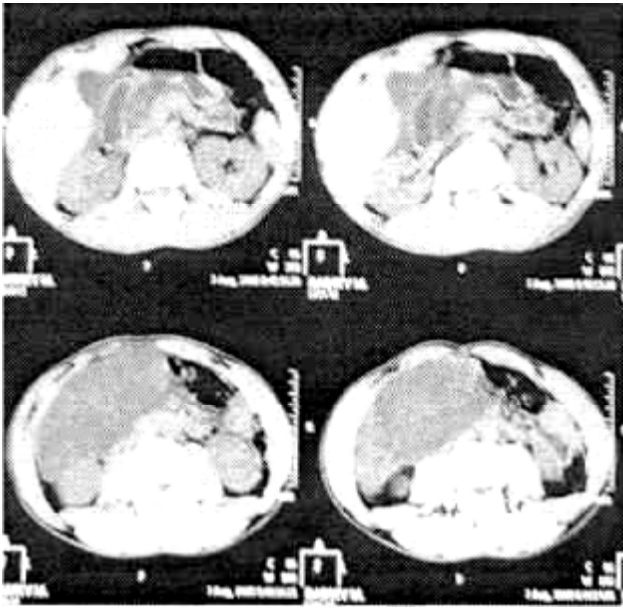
КТ брюшной полости (описание в тексте).
